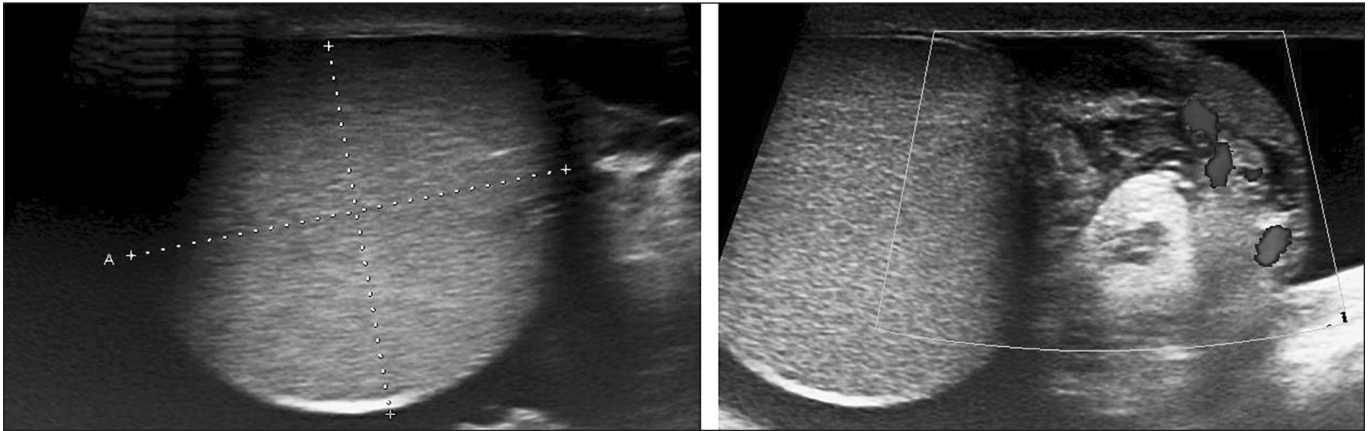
Пациент М., 14 лет. УЗИ мошонки. Перекрут левого яичка, 10 ч от начала заболевания.
